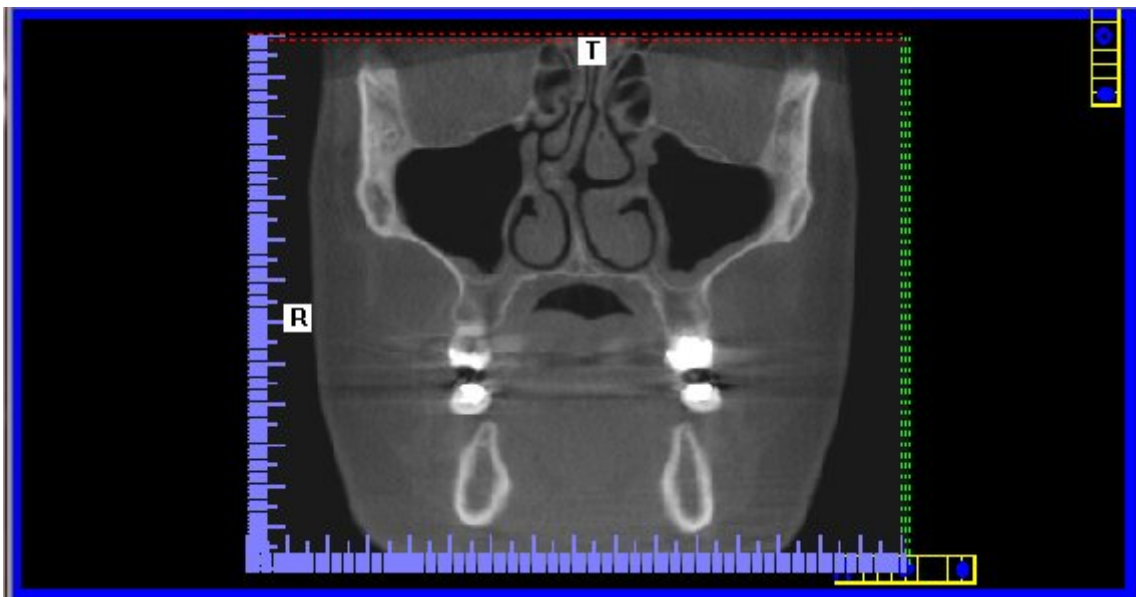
Corte coronal em tomografia computadorizada volumétrica
